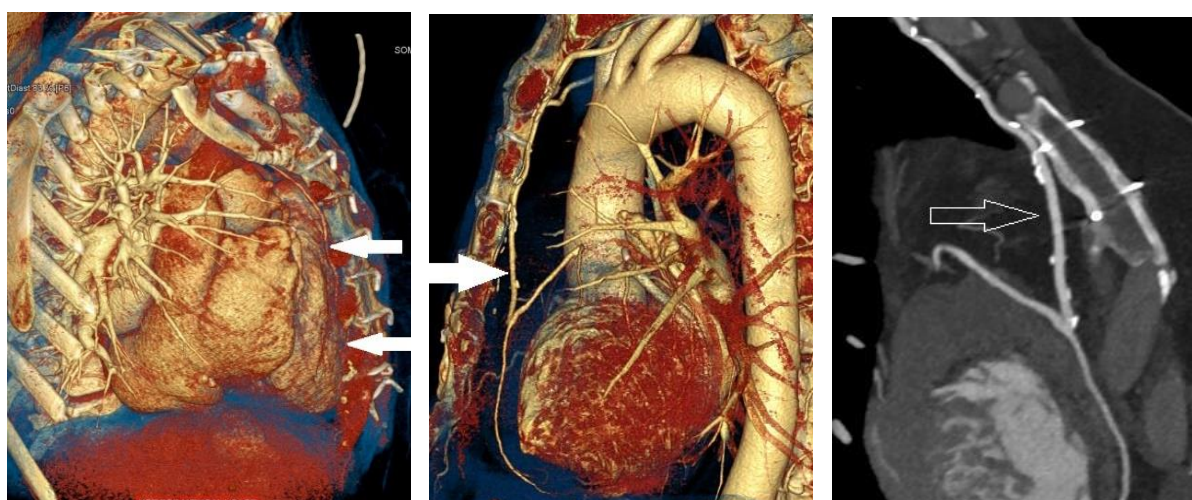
МСКТ с контрастированием и 3-Д моделированием. Слева – направо: интимно прилежащий к грудице аутовенозный шунт к правой коронарной артерии; интимно прилежащий к грудице мамарокоронарный шунт к передней межжелудочковой артерии (указано стрелкой).
